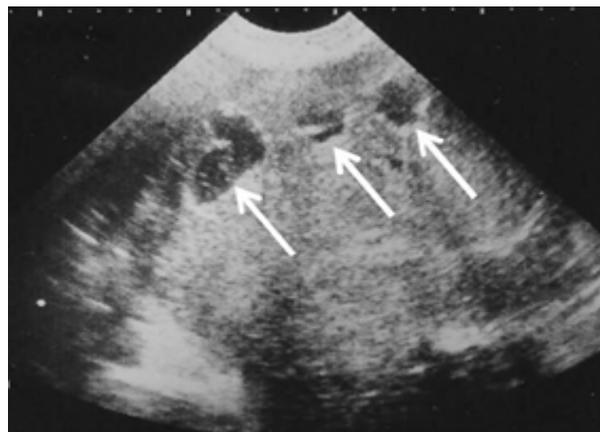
УЗИ: описторхозная киста печени. Признаки холангита (показаны стрелками)
